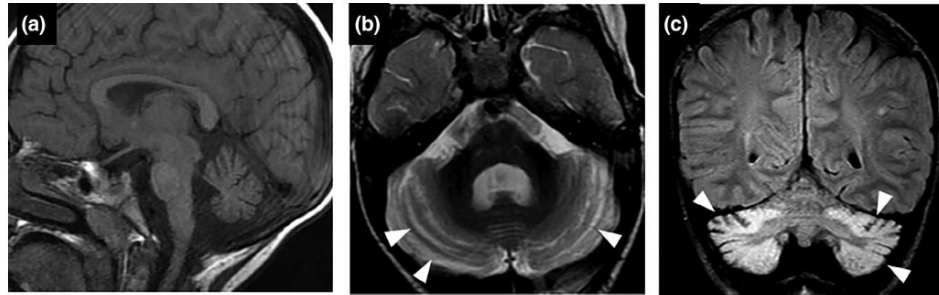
MRI images from patient 1. (a) Midsagittal T1WI demonstrating mild cerebellar vermian atrophy and severe cerebellar hemispheric atrophy. (b) Axial T2WI demonstrating abnormal fluid signal between cerebellar folia (arrowheads). (c) Coronal FLAIR showed bilateral and symmetrical cerebellar high signal associated (arrowheads). WI, weighted image
